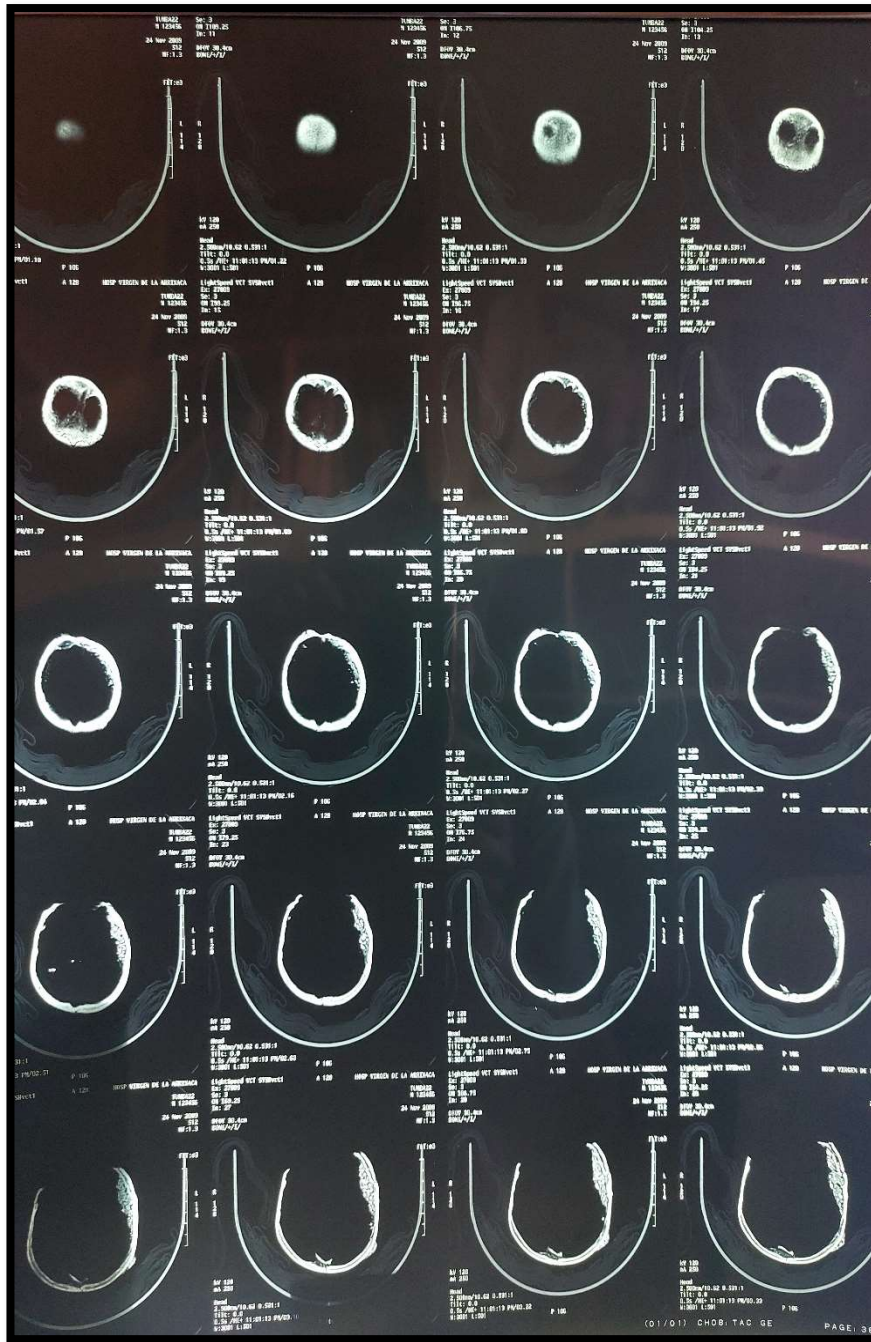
Caso 57. TAC simple proyección axial.
